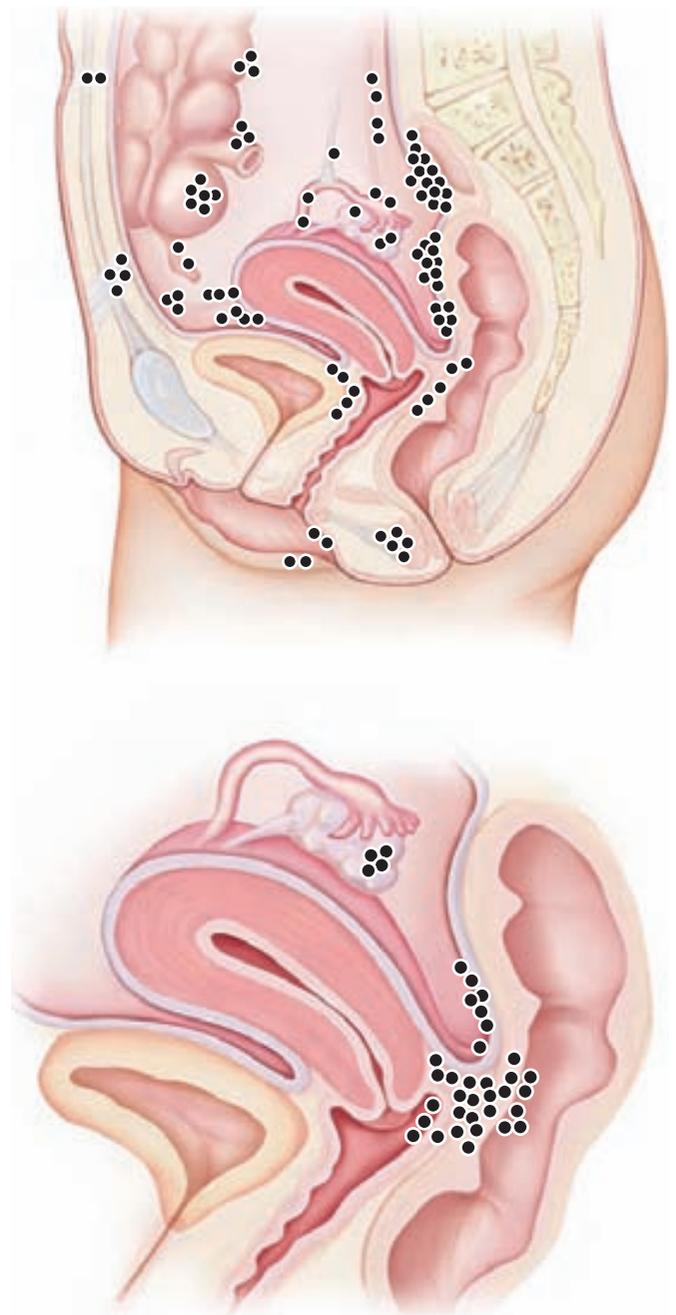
■ Localizaciones frecuentes de la endometriosis. (Reproducido, con autorización, de McGraw-Hill Companies, Inc. Way, L.W. [Ed.], [1994]. *Current surgical diagnosis and treatment* [10th ed.]. Norwalk, CT: Appleton & Lange, p. 985.)
